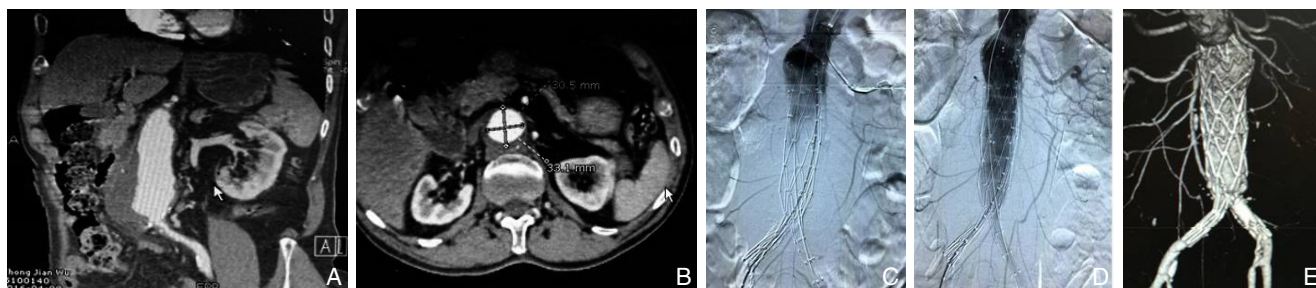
一体式支架治疗复杂颈腹主动脉瘤 A: 术前CT显示腹主动脉分叉处狭窄; B: 术前CT显示瘤颈直径; C: 术中造影; D: 腔内修复术后造影; E: 术后1周CTA显示腹主动脉瘤体成功隔绝
